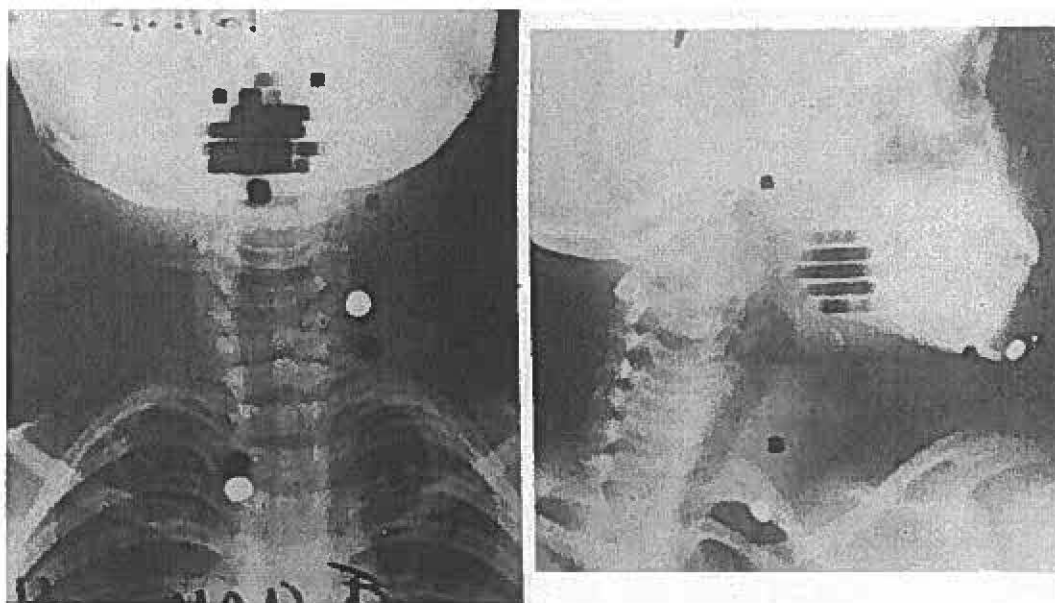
Accumulation d'iode radioactif dans les tissus thyroïdien à la base de la langue. L'image de médecine nucléaire est superposée à une radiographie du cou et de la tête. Ce type d'image était obtenu de façon routinière à l'hôpital John Hopkins dans les années 1970 (WAGNER, 2006).
